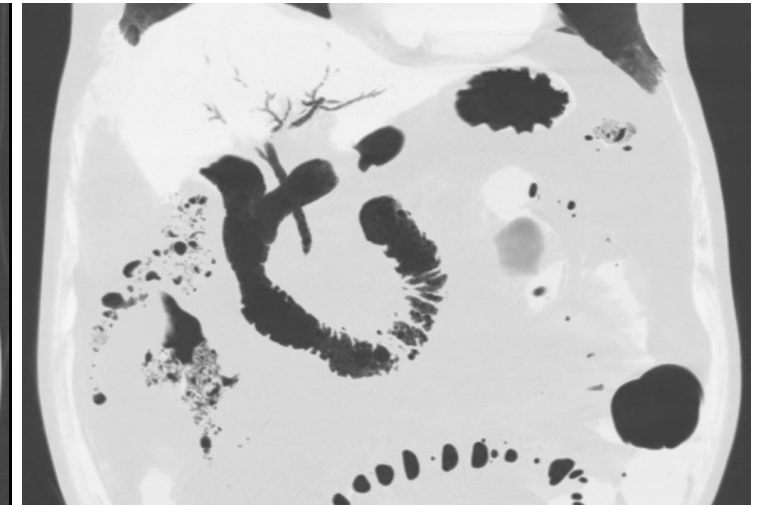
Corte coronal de TC con ventana de pulmón con minIP poniendo de manifiesto neumobilia en colédoco y ductos intrahepáticos. HUTVC.
